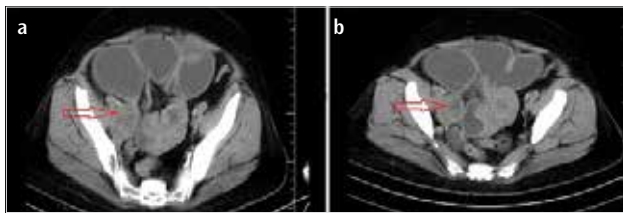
a,b. Axial (a, b) contrast-enhanced computed tomography shows a mass lesion in the ileum (red arrow)
